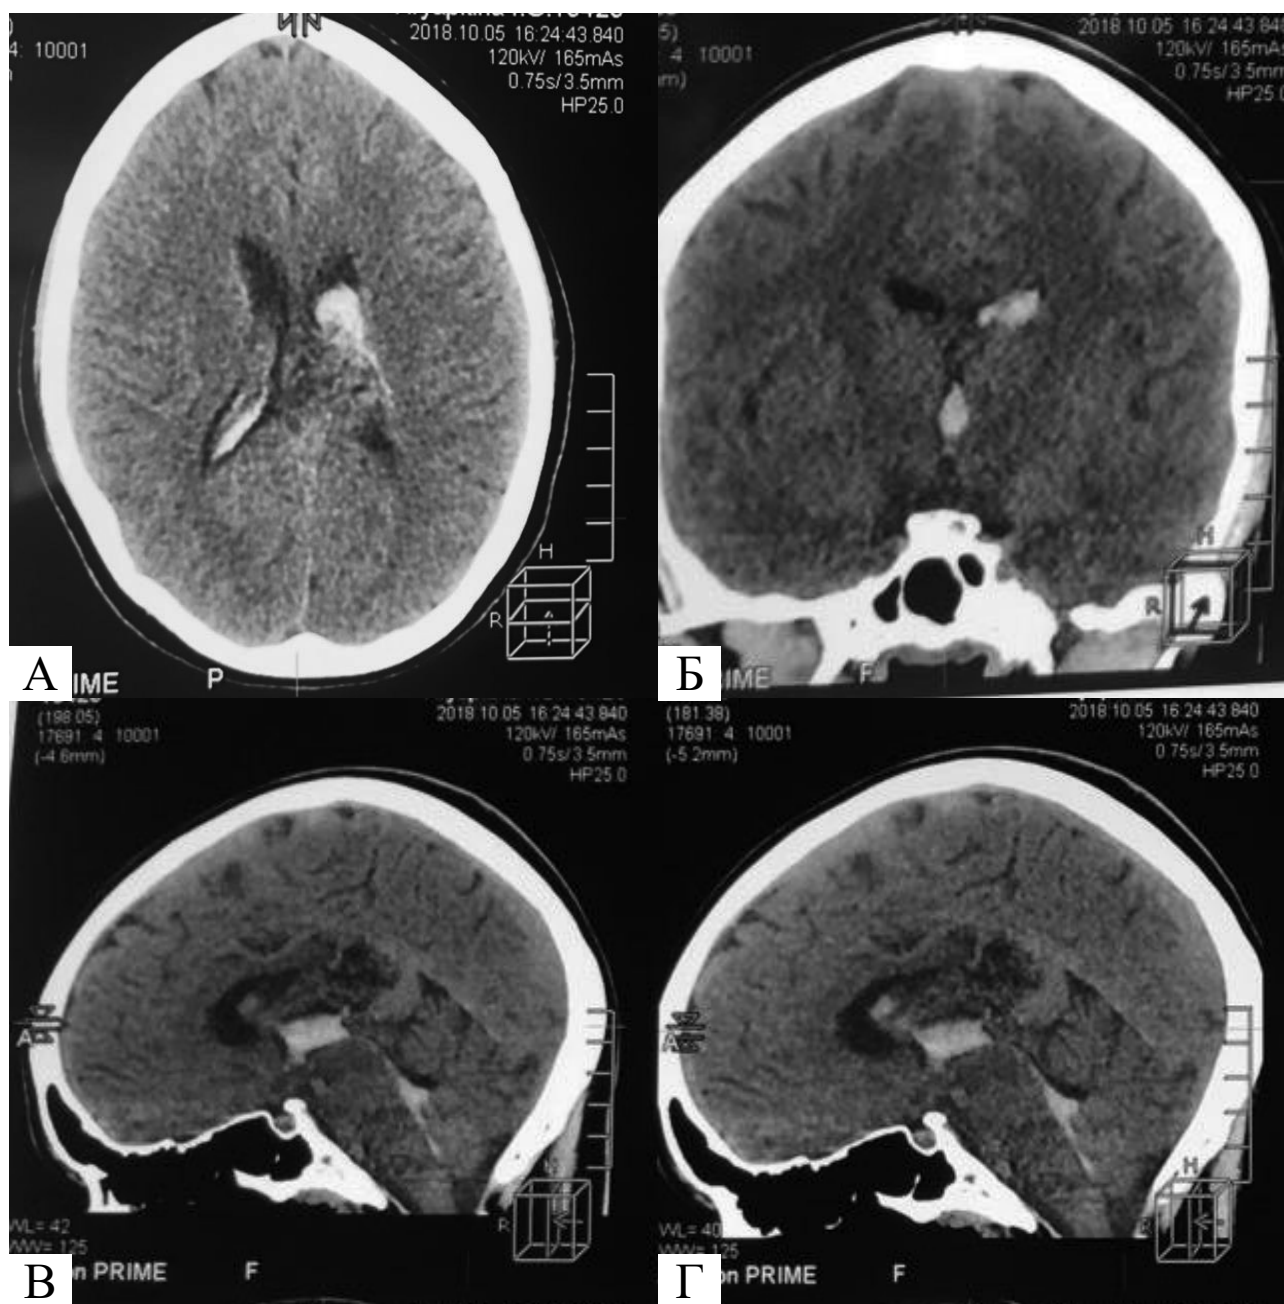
Пацієнтка Х., 31 рік, МСКТ головного мозку (05.10.2018): аксіальна (А), коронарна (Б) та сагітальні (В, Г) проєкції демонструють внутрішньошлуночковий крововилив
